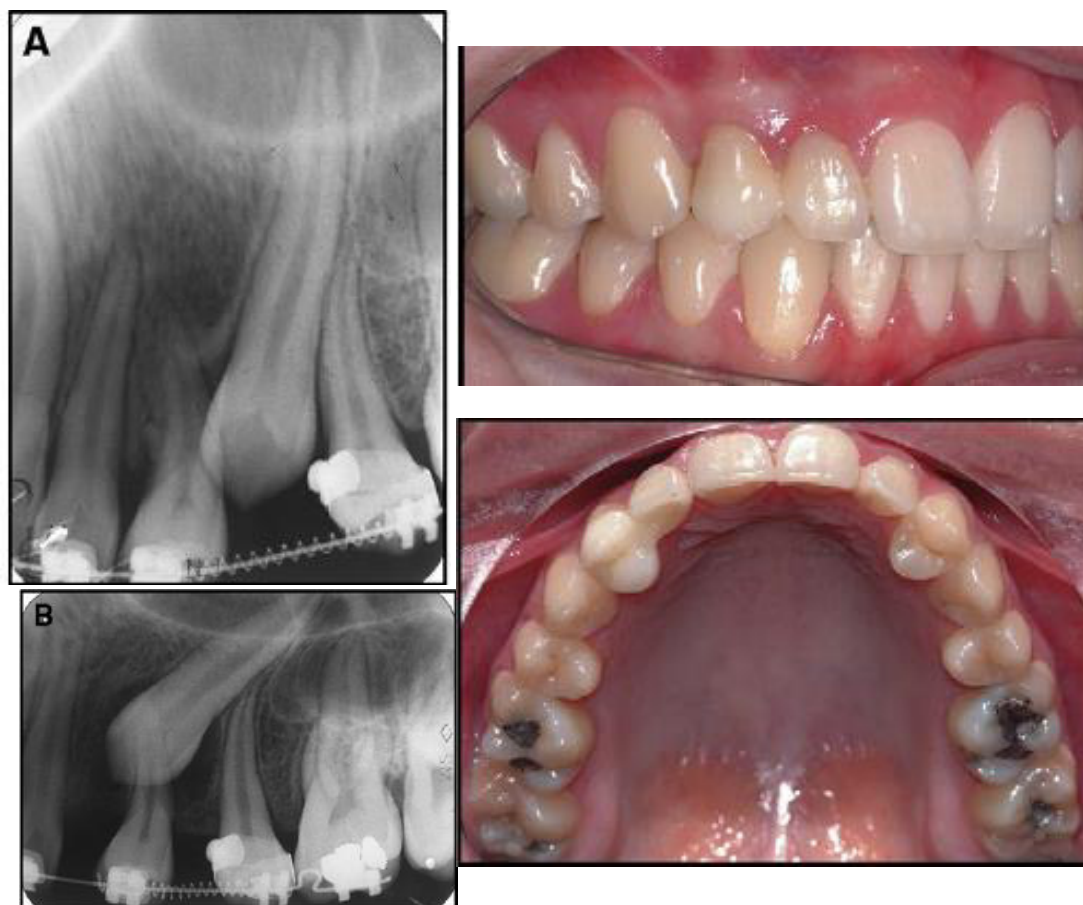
Izquierda: Radiografías periapicales del maxilar izquierdo durante el tratamiento: (A), mientras que el primer premolar se está moviendo hacia delante; (B), después de la apertura del espacio, el canino erupcionó ocupando una mejor posición en el arco. Derecha: Fotografías intraorales 8 años después del final del tratamiento (6 años post retención).⁴⁴
